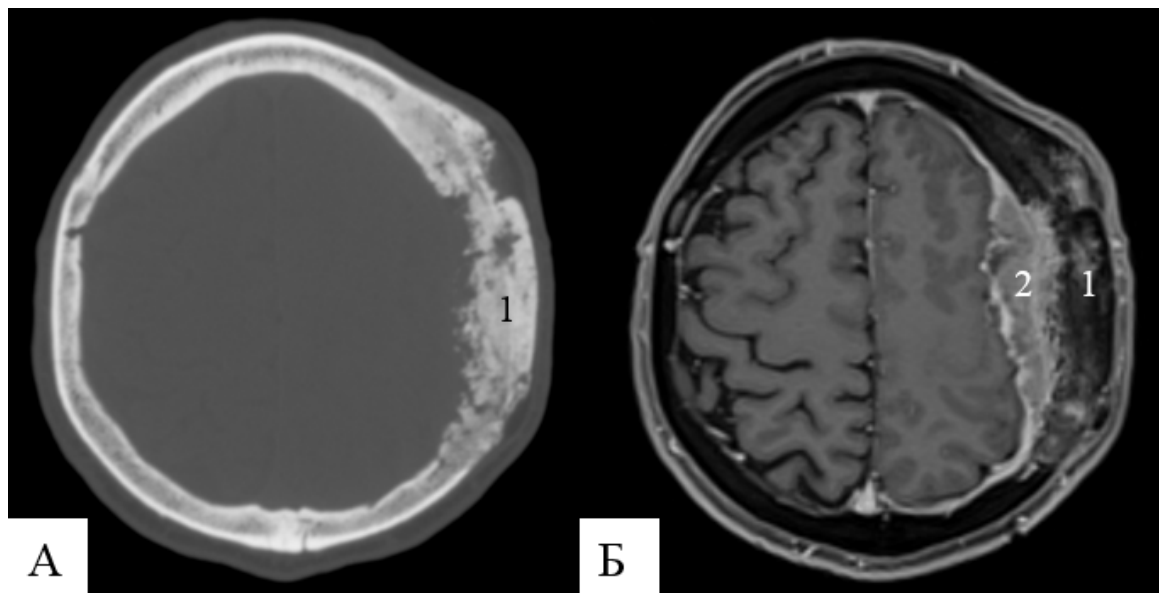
А (СКТ головного мозга аксиальный срез, костный режим); Б (МРТ головного мозга аксиальный срез, T1-взвешенное изображение с контрастированием): 1 – гиперостоз; 2 – интракраниальный фрагмент опухоли
